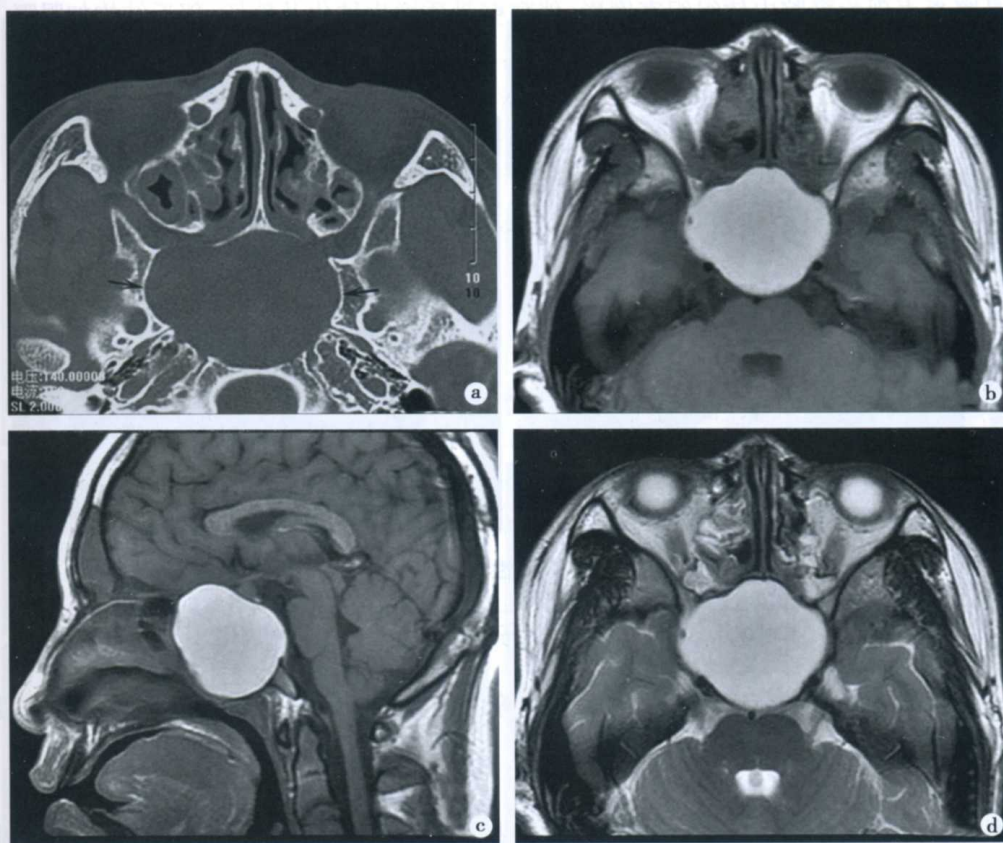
蝶窦黏液囊肿 CT 和 MRI 表现
